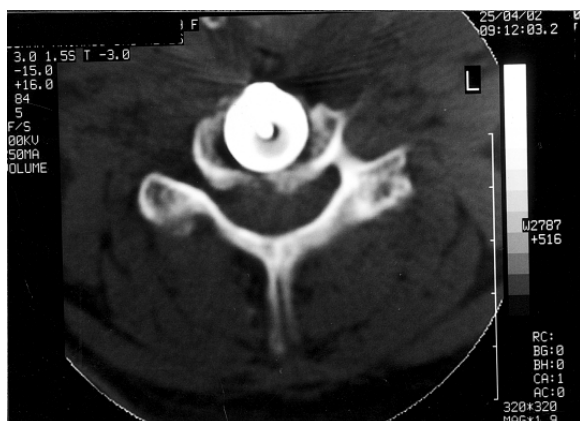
Tomografia computadorizada para avaliação do posicionamento do Bryan disc.
